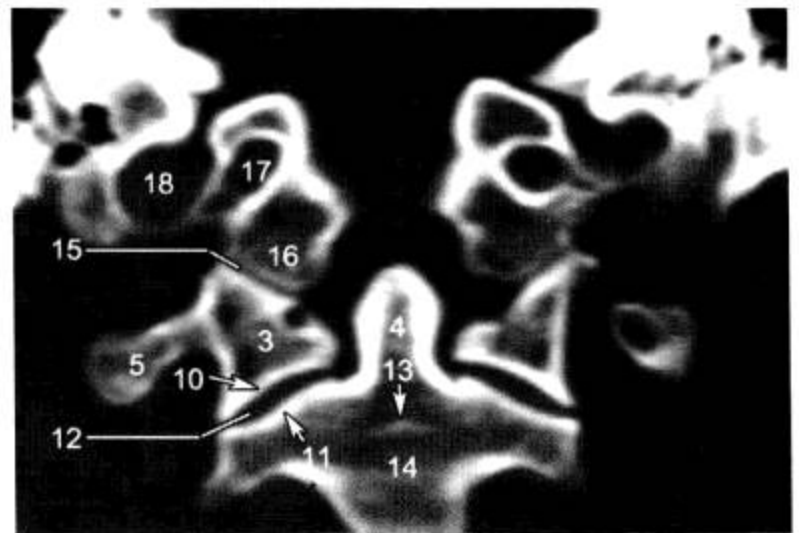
寰枢椎齿突层面 CT 冠状面 (窗宽 1 500 Hu, 窗位 400 Hu)
